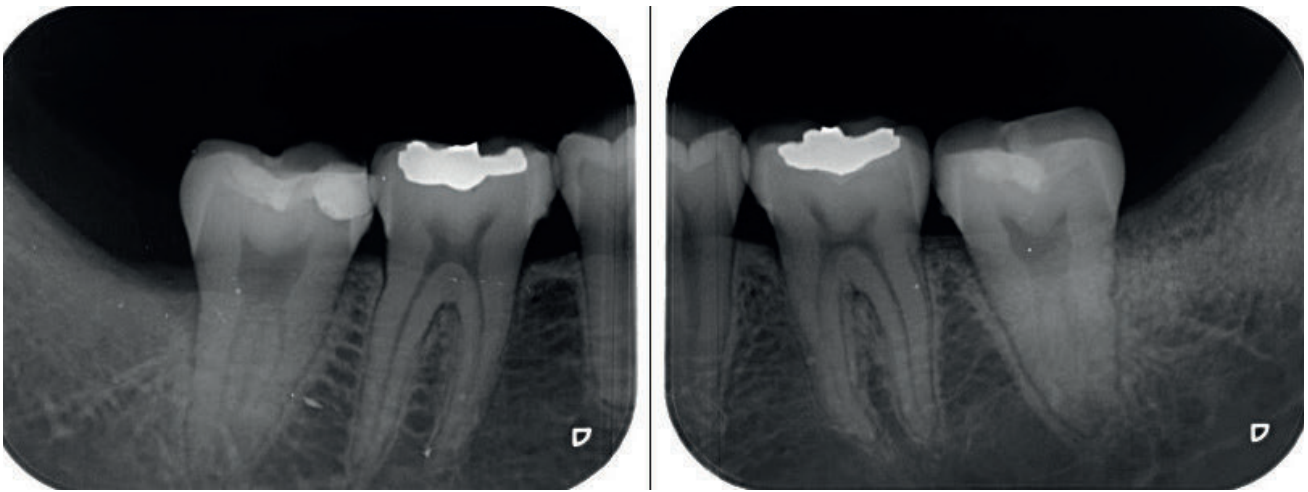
Radiografía periapical a los 6 meses del lado control (izquierda) y del lado de estudio (derecha).
